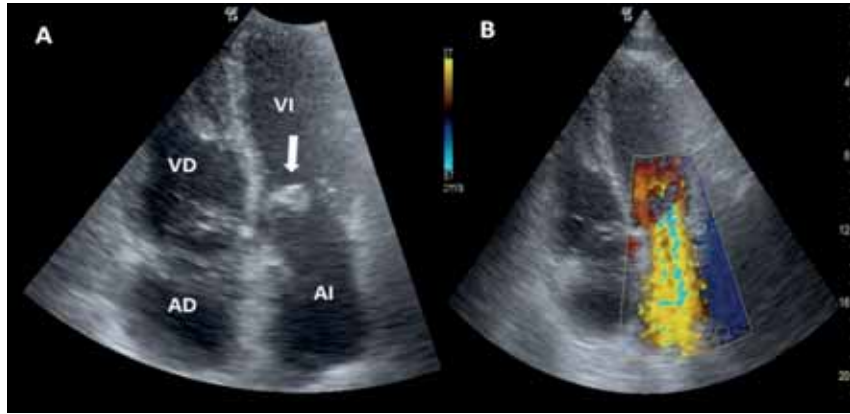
Ecocardiograma realizado por un facultativo de urgencias. A. Plano apical que muestra una masa ecodensa en el velo anterior mitral (flecha). B. Plano apical que muestra una insuficiencia mitral grave en el estudio Doppler-color. AD: Aurícula derecha, VD: ventrículo derecho, AI: aurícula izquierda, VI: ventrículo izquierdo.
